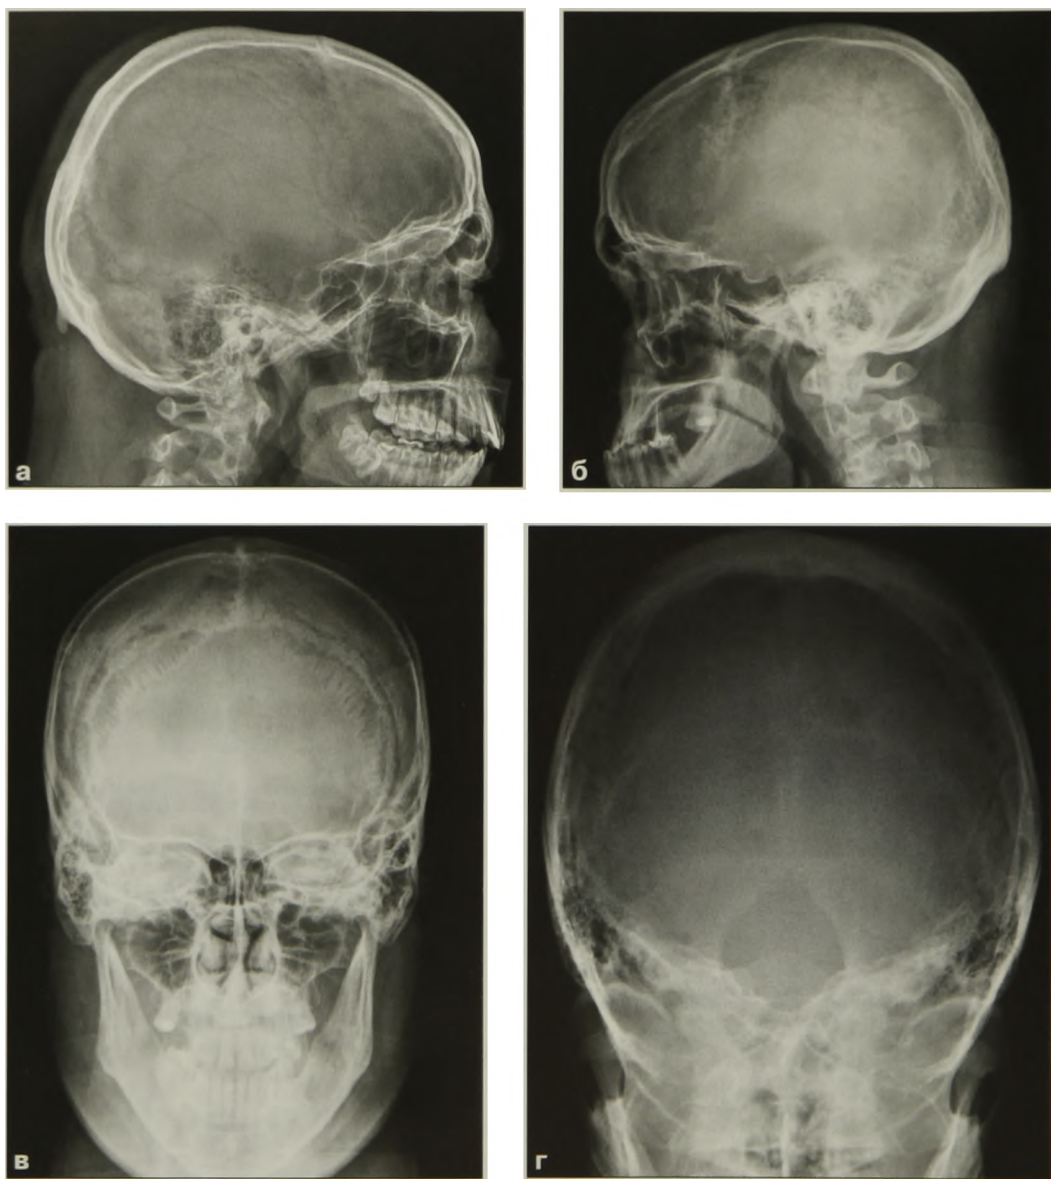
Рентгенограммы черепа в правой (а) и левой (б) боковых проекциях, прямой передней (носолобной) (в) и задней полуаксиальной (г) проекциях
